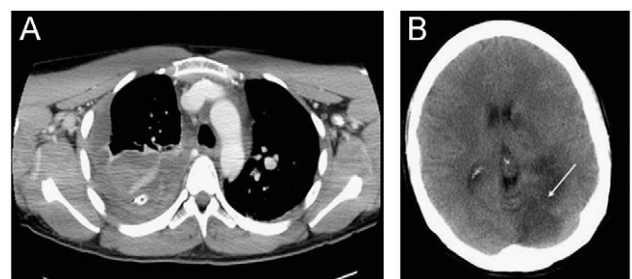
Tomografía axial computarizada (TAC) que evidencia abundante derrame pleural con coágulos a pesar de drenaje torácico. La TAC demuestra lesión isquémica en el área correspondiente de la arteria cerebral posterior.
